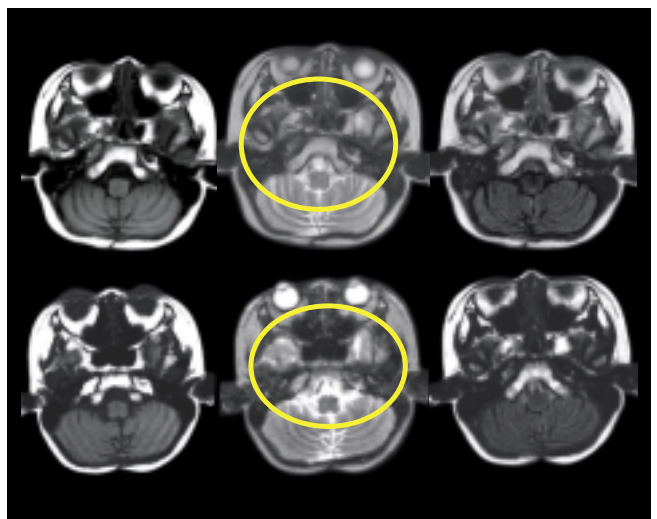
同一患者でのAperto(上段)と1.5 tesla(下段)での頭蓋底MRIの比較
